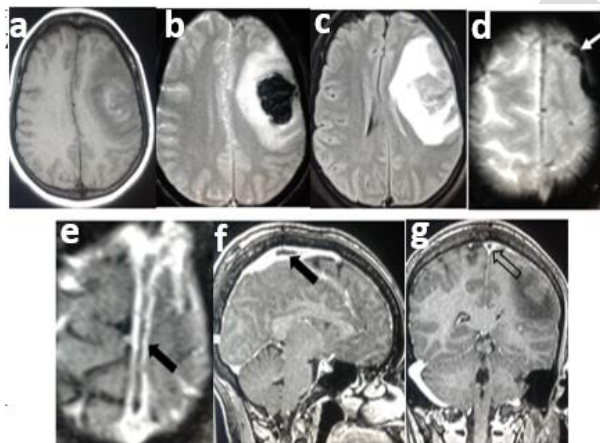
IRM cérébrale avec des coupes axiales en T1, T2*, FLAIRE, et T1 suivis des coupes axiale, sagittale et coronale T1 après injection de gadolinium. Elle objective un hématome fronto-pariétal gauche d'allure sub aigue hyposignal T1 avec hypersignal central, hyposignal T2 et T2* avec un hypersignal périphérique. Après injection de gadolinium on retrouve le thrombus en hyposignal moulé par le produit de contraste au niveau du sinus du sinus sagittal supérieur le réalisant « l'aspect en double rail » (flèche noire). Sur la coupe coronale on met en évidence le « signe du delta vide » (flèche creuse). Sur la coupe T2* on observe un hyposignal serpiginieux frontal antérieur gauche pouvant être en rapport avec une thrombose d'une veine corticale (flèche blanche)
